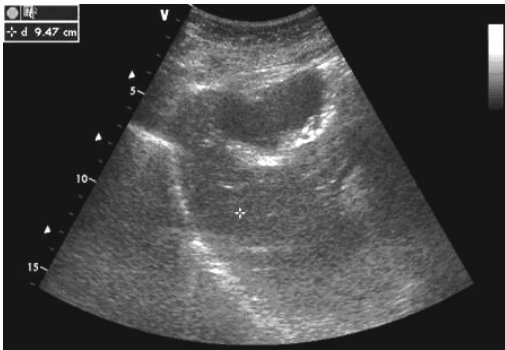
УЗИ больной М. 75 лет до дренирования кисты печени.
